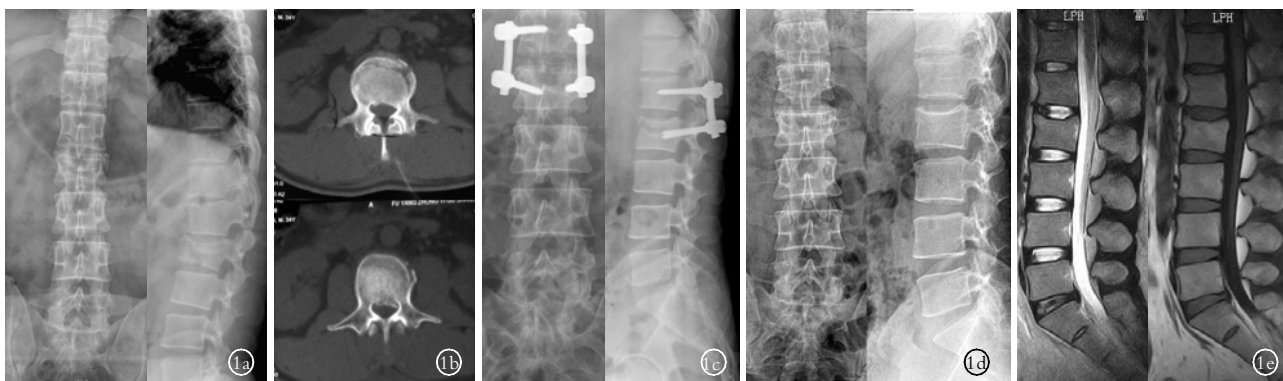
男, 34 岁, L₂ 骨折 1a. 术前 X 线正侧位片 1b. 术前 CT 1c. 术后 5 d X 线正侧位片 1d. 末次随访时 (取出内固定术后 12 个月) X 线正侧位片 1e. 末次随访时 MRI
